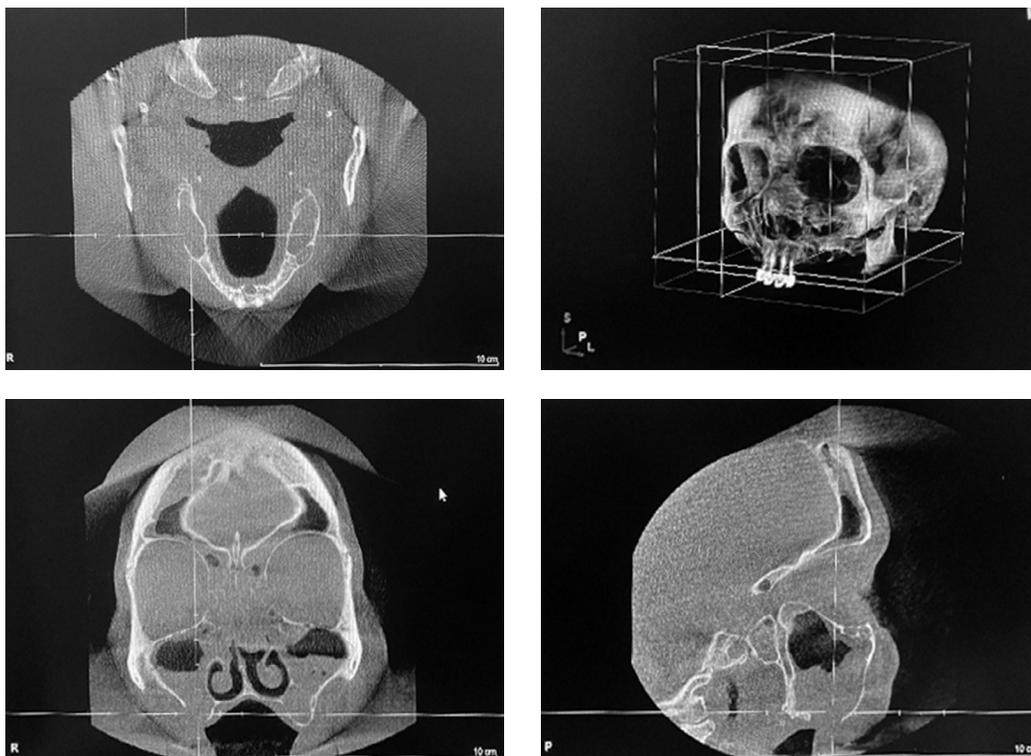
Конусно-лучевая компьютерная томография: субтотальное затенение правой верхнечелюстной пазухи с наличием экссудативного компонента, дефект задней стенки правой верхнечелюстной пазухи, ретинированный зуб 1.8
